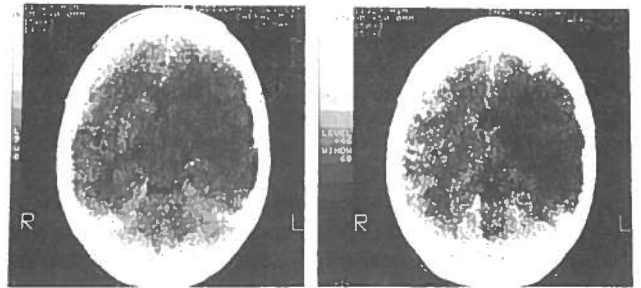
TAC crâneo-encefálica mostrando extensa área de isquémia do hemisfério esquerdo (doente nº7).
